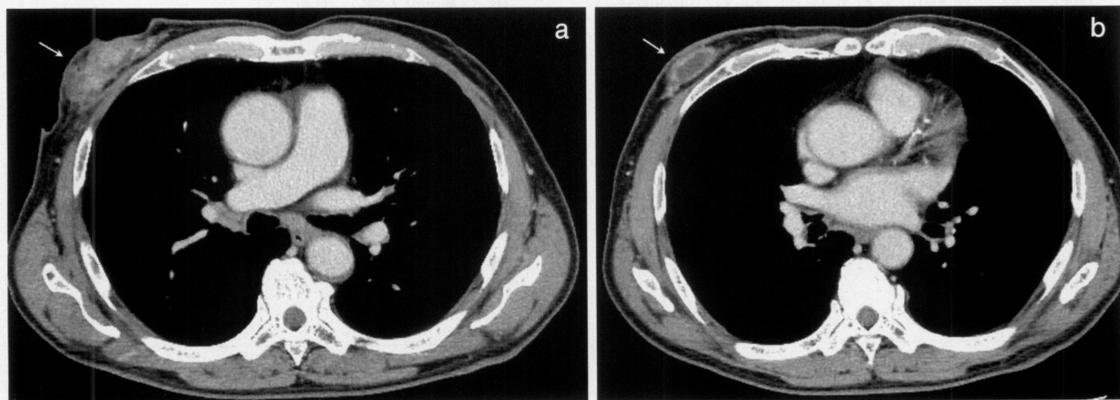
胸部造影CT所見 a: 主腫瘍部 b: 嚢胞(血腫)部
